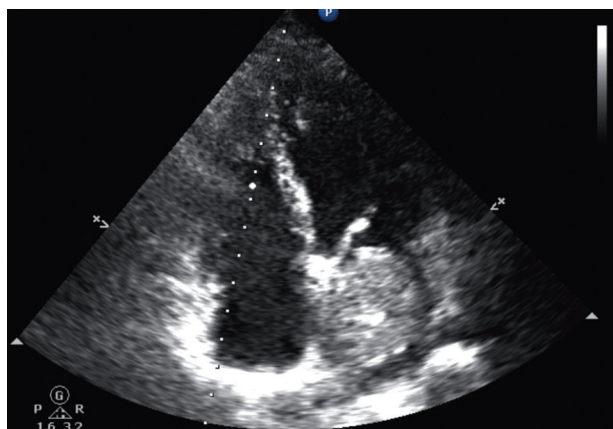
plano apical 4 cámaras del ETT que muestra una gran masa en aurícula izquierda que hace impronta sobre el velo anterior mitral y genera imagen de aceleración de flujo de llenado mitral.
